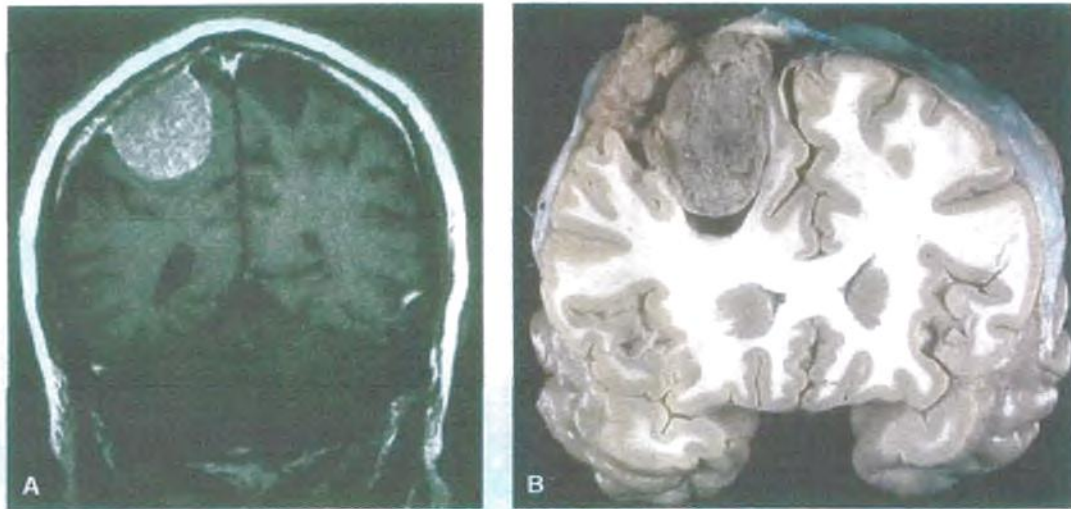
Meningioma. Los meningiomas comprimen, pero no suelen invadir, el tejido cerebral subyacente. A. Imagen por resonancia magnética. B. Muestra macroscópica. (Cortesía del Dr. F. Stephen Vogel, Universidad de Duke.)
